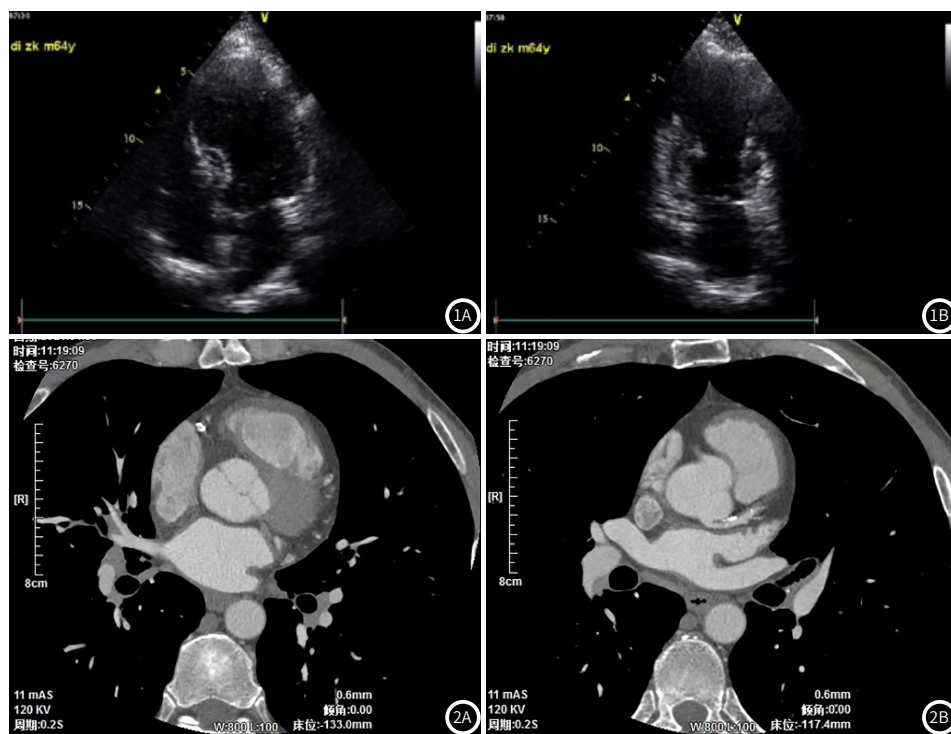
42岁男性患者, 超声心动图提示其前间壁、前壁运动出现失常, 但心尖部以及右室壁运动情况尚不明确。
